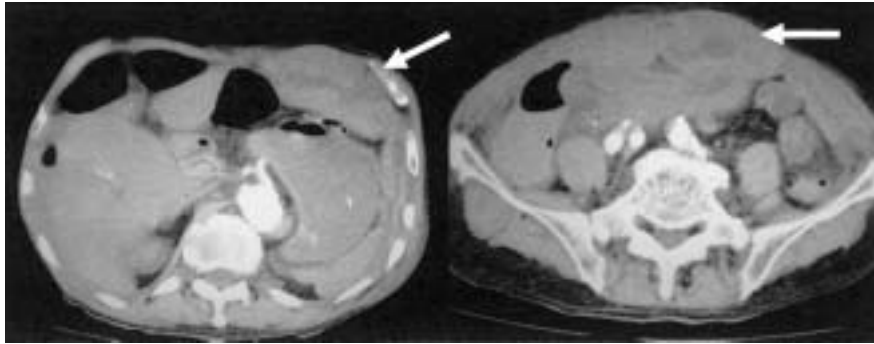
Abdominal CT : rectus muscle hematoma (white arrow)
